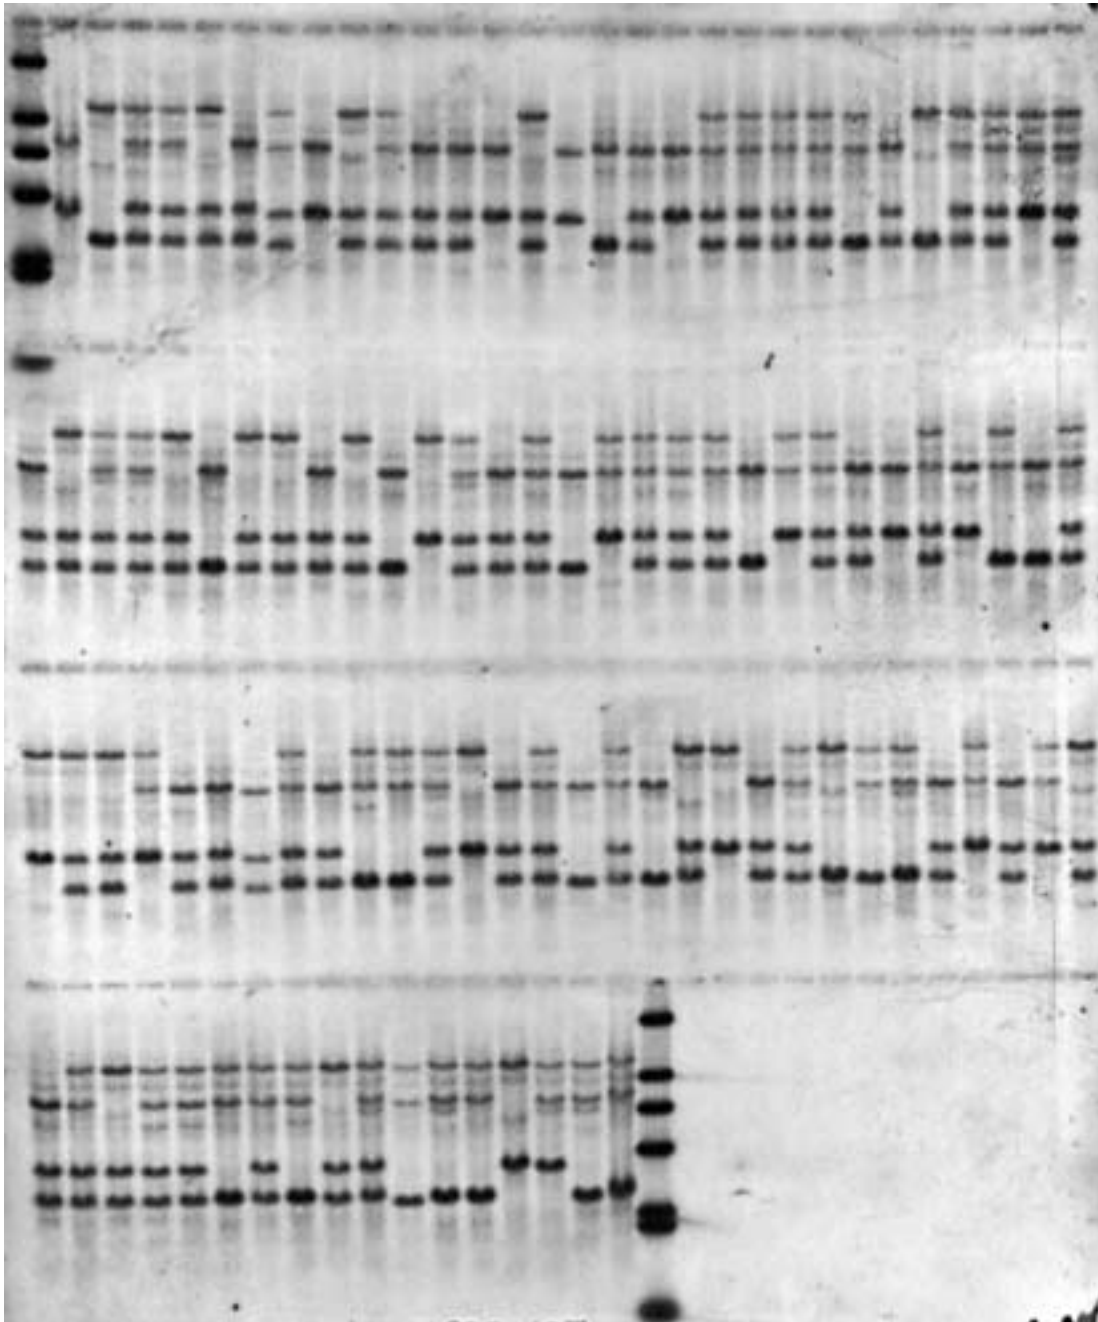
X-Ray film exposed to *Hind*III membrane format "A" hybridized for the second time using *umc107* RFLP probe
